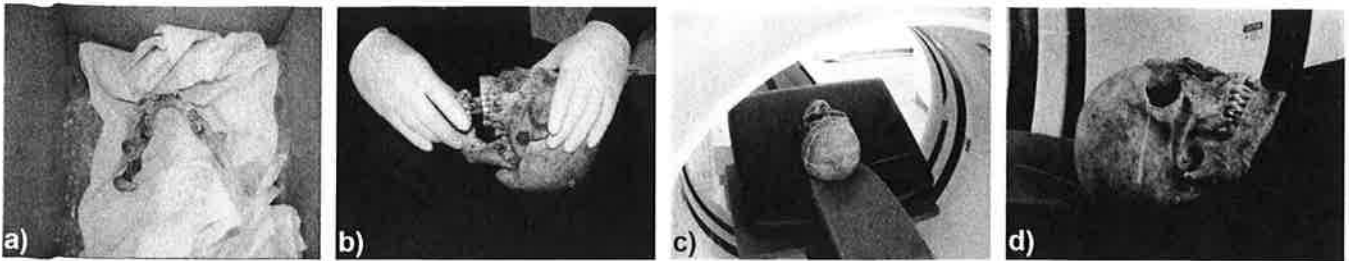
a) Unterkiefer in Transportbox, b) Zusammensetzen des Schädels, c) Aufnahmeposition im CT und d) Schaumstoff-Lagerung des Schädels
